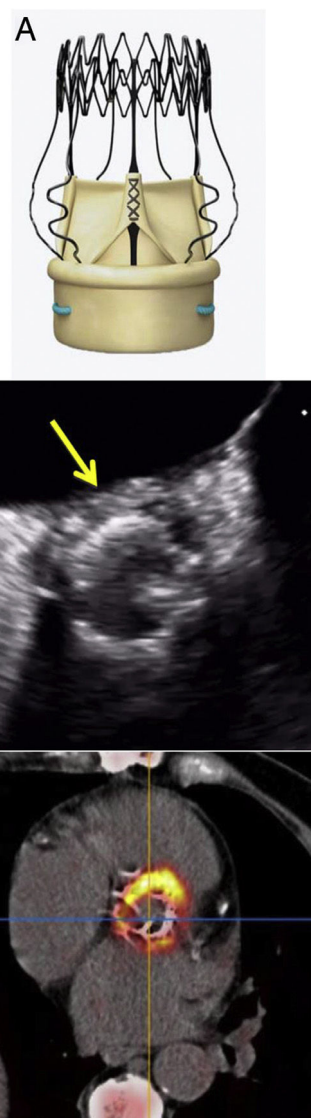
a: prótesis Perceval S. b: ecocardiografía transesofágica, absceso. c: tomografía por emisión de positrones/tomografía computarizada con ¹⁸F-fluorodesoxiglucosa, captación metabólica.
